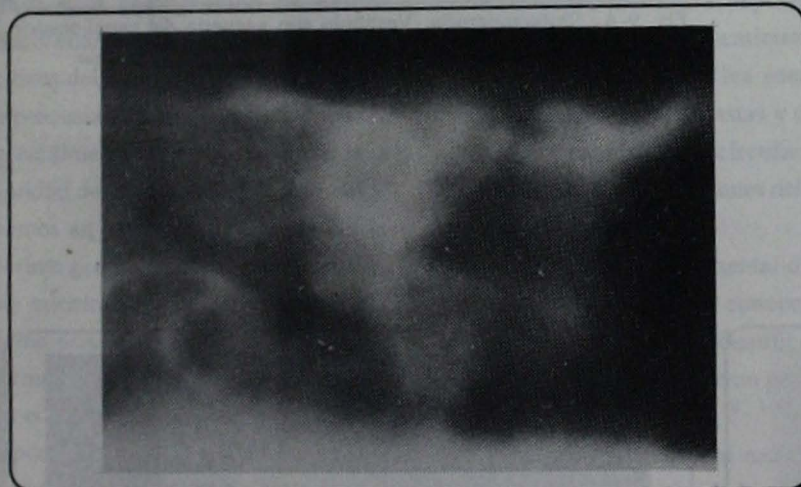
Politomografía. Ausencia de la vuelta apical de la cóclea. Oído izquierdo.
